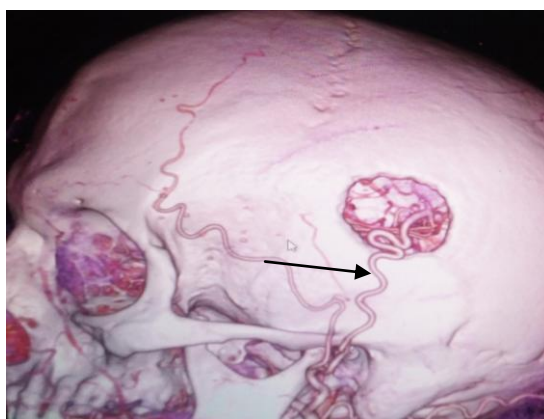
Мультиспиральная 3-D КТ-ангиограмма ЭИКМА слева пациента Б. через 4 лет после операции. Визуализируется функционирующий анастомоз между левой поверхностной височной артерией и сегментом М-4 левой СМА (стрелка)
